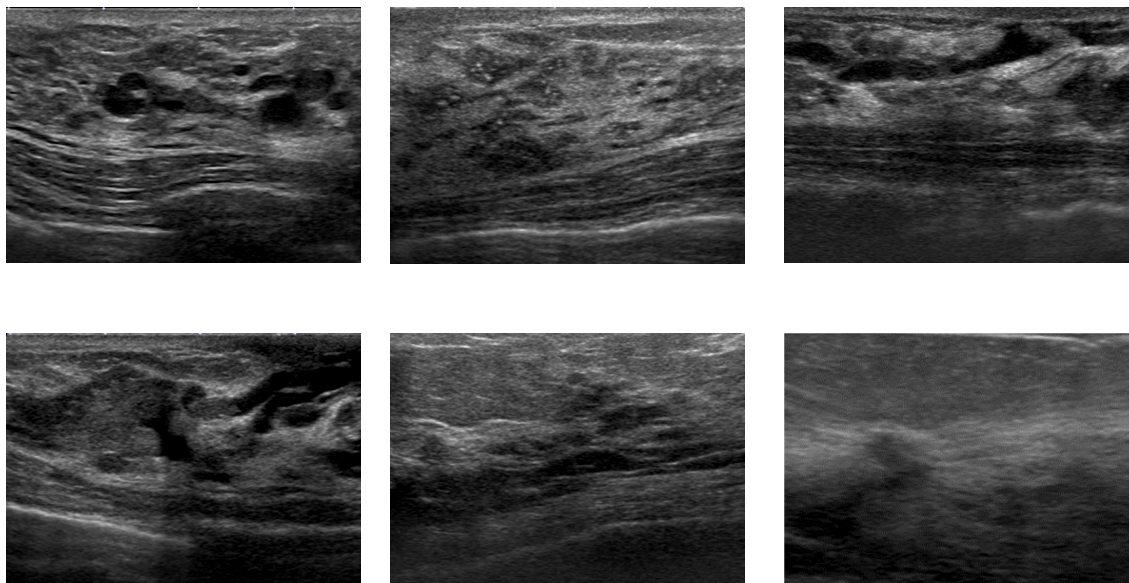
非腫瘍性病変の例。上段左から多発小嚢胞，点状エコー，乳管の拡張を表し，下段左から，乳管の拡張+充実性エコー，乳腺内の低エコー域，構築の乱れを表す。
